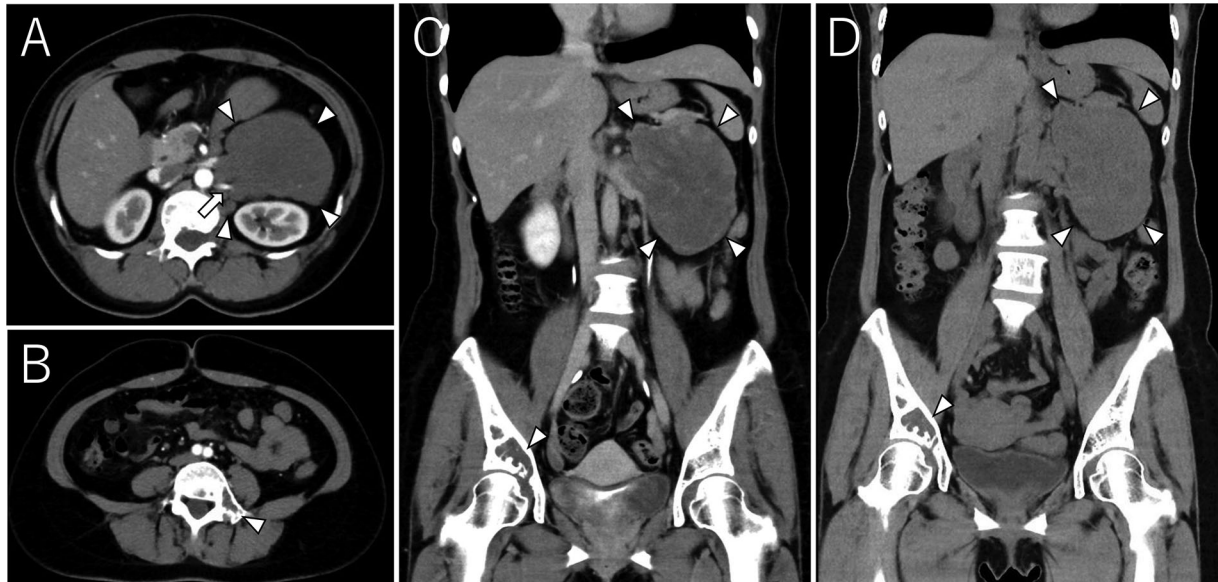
Contrast enhanced CT at the initial diagnosis (A-C) and plain CT at 3 years after initial diagnosis (D) (triangles: the mass, arrow head: left renal artery). (A) retroperitoneal mass. (B) L4 vertebral arch mass. (C) coronal view of the retroperitoneal and acetabulum mass. The tumor, 11 cm in diameter, was surrounding the renal arteries and veins. (D) The tumor size was not increasing over time.
